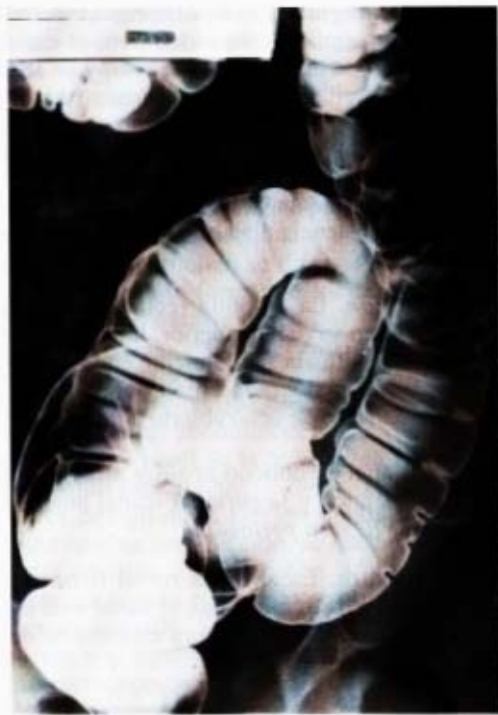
Radiografía de colon sigmoide. (Dr. Croisille, Lyon).
